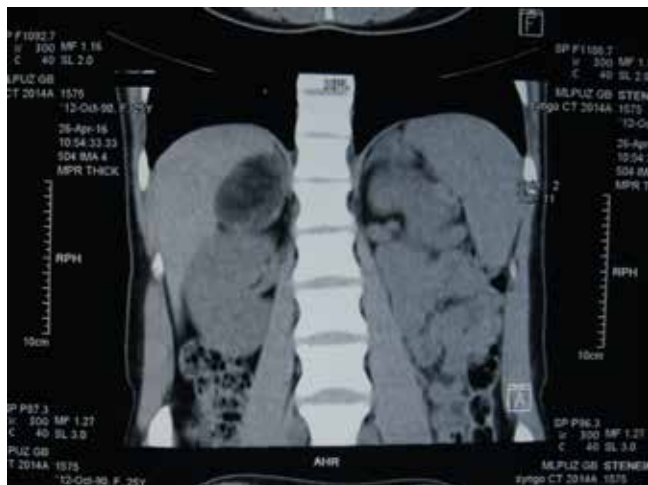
Пациентка С.: томограмма
